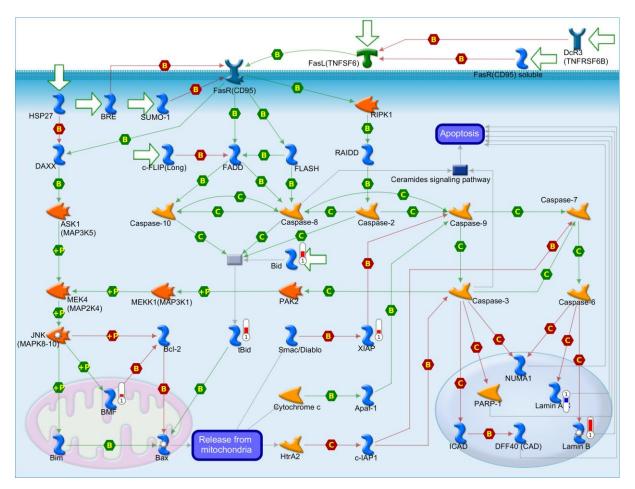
Regulação da apoptose através da cascata de sinalização de FAS em BT-474. Mapa de regulação da apoptose através da sinalização de FAS, contendo genes diferencialmente expressos na linhagem BT-474 após silenciamento gênico de *HOTAIR*. Os termômetros em vermelho indicam expressão aumentada e, em azul, expressão diminuída. Legenda dos símbolos e interações no Anexo C.
